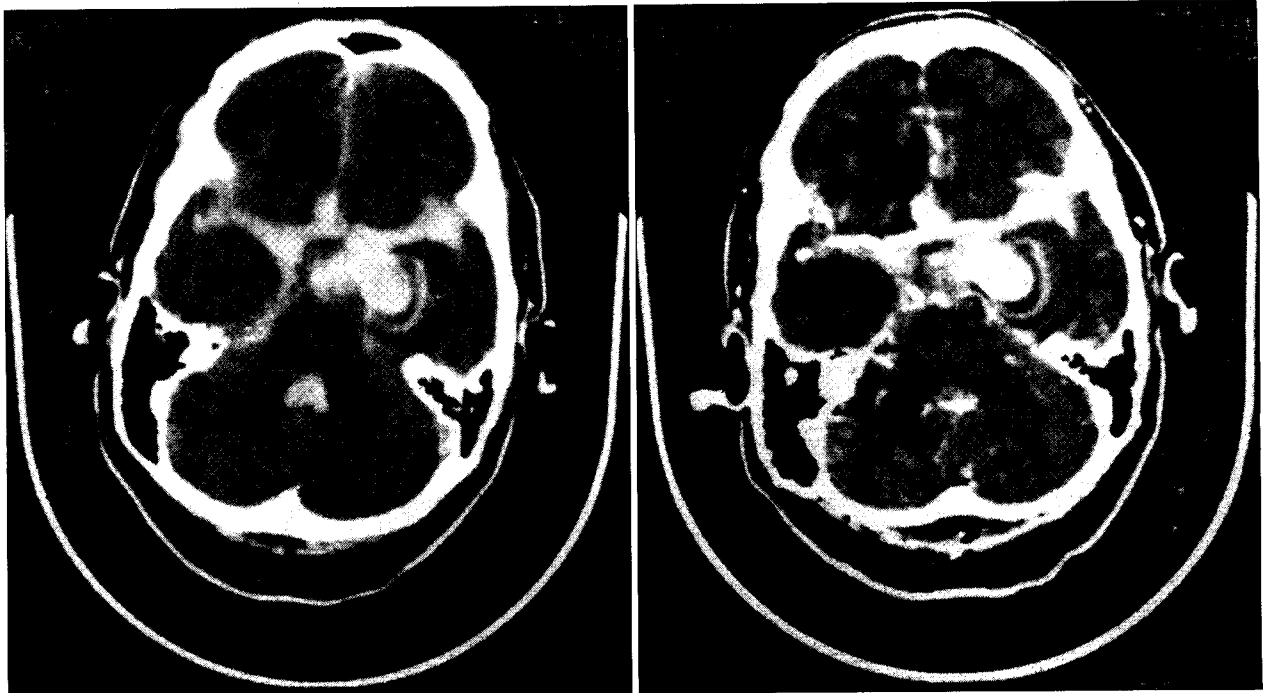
Left : Precontrast CT shows partially filled thrombosed aneurysmal lesion. Right : Note the enhancing outer wall and the intensely enhancing residual lumen in left posterior communicating artery aneurysm (target sign).
